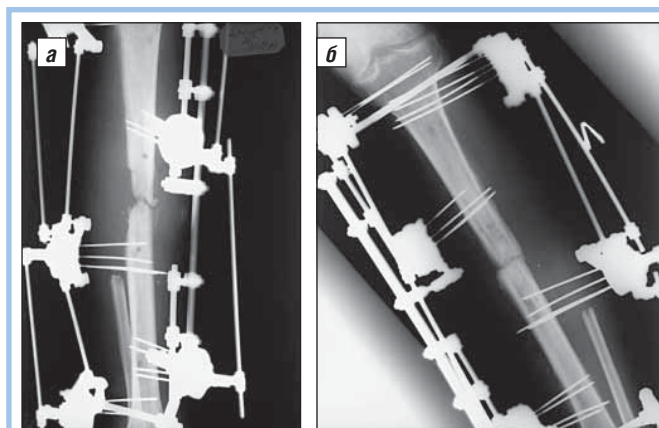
ПФОС при открытом переломе костей левой голени. а, б – рентгенограммы
